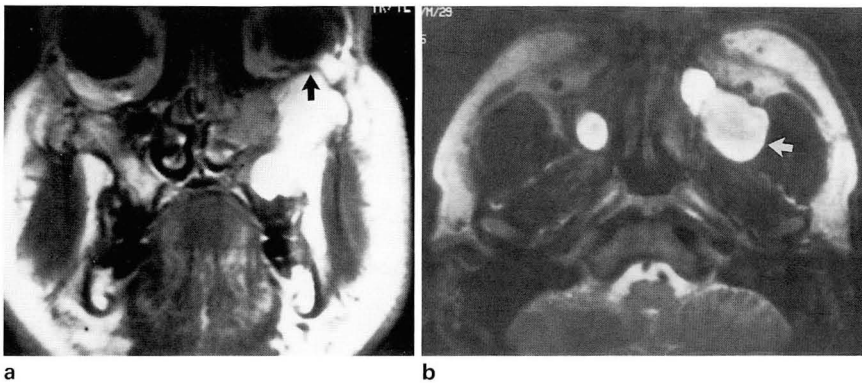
Twenty-nine-year-old man with epiphora of the left eye. T1-weighted coronal (a) and T2-weighted axial (b) spin-echo MR images show the different signal intensity in each compartment of the septated mucocoele. The small medial compartment shows lower signal intensity of T1-weighted image (a) and higher intensity on T2-weighted image (b) than that of the large lateral one. The lateral lesion bulges toward the orbit and infratemporal fossa (arrows).
